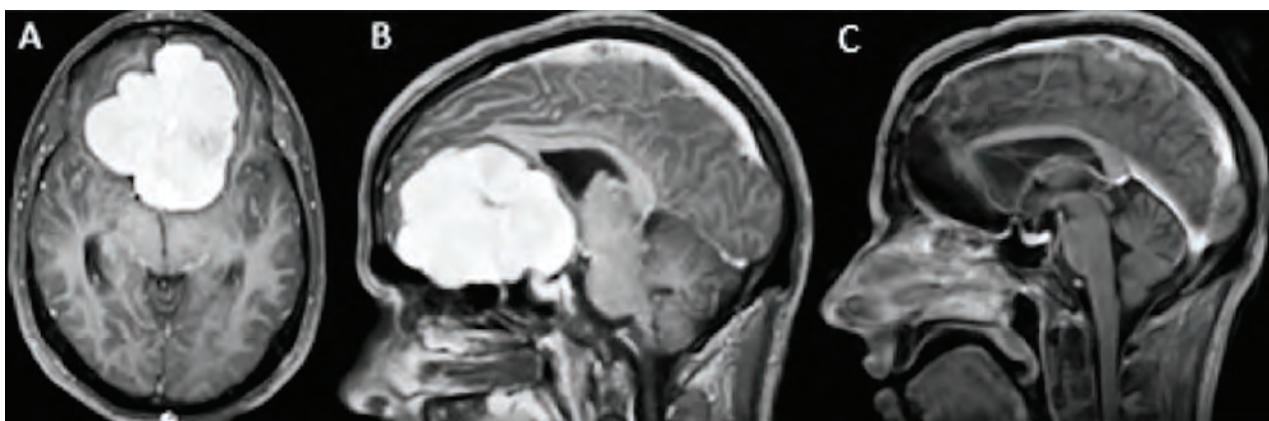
A) RMN de cerebro secuencia T1 con contraste corte axial en donde se observa lesión expansiva voluminosa extraaxial supratentorial en fosa anterior bifrontal que realza en forma intensa y homogénea tras la administración de gadolinio, sin edema perilesional. 2B) Secuencia T1 con contraste corte sagital en donde se observa voluminosa lesión que desplaza a las arterias cerebrales anteriores, el pico del cuerpo calloso, el quiasma óptico y las cintillas ópticas. 2C) Secuencia T1 con contraste en el corte coronal donde se constata misma lesión que desplaza la hoz hacia la derecha.
